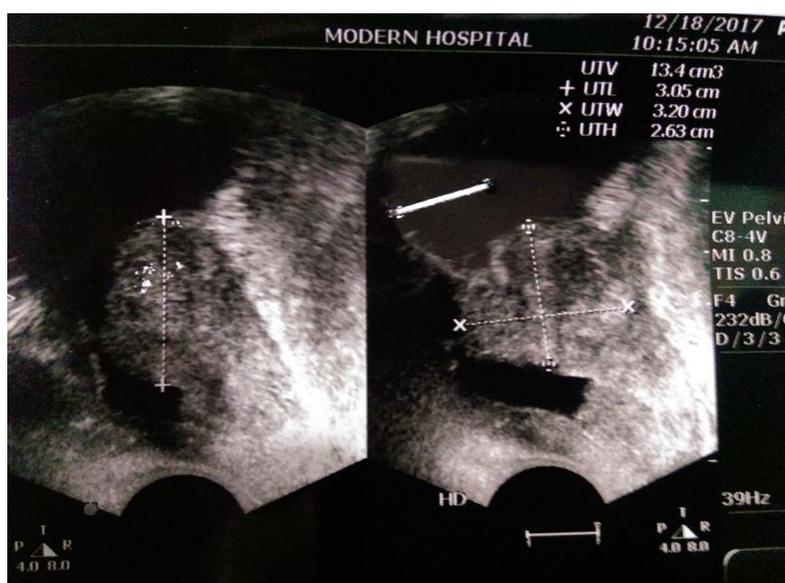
Transrectal ultrasound examination of the prostate after TUR surgery. The node of the lateral lobe of the prostate is not resected and causes obstruction of the posterior urethra
